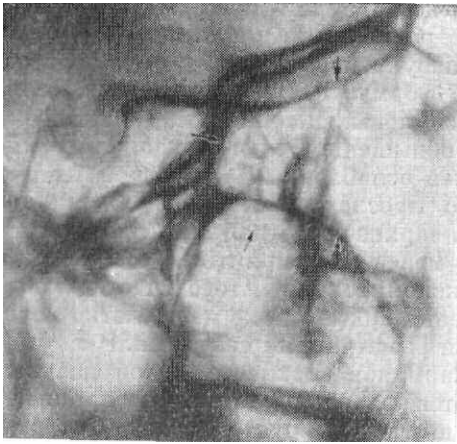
Фрагмент рентгенограммы черепа в боковой проекции. Стрелками указаны ячейки решетчатого лабиринта.
